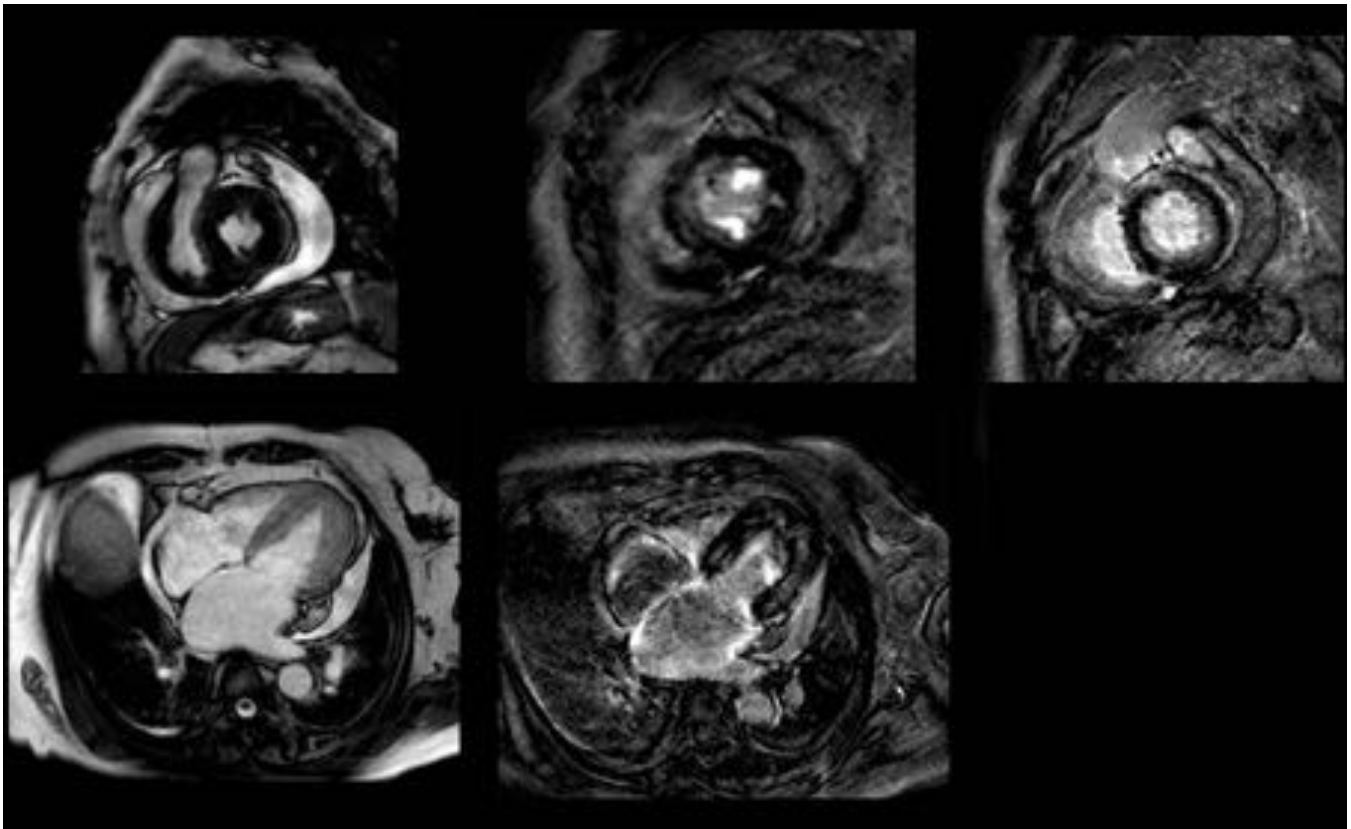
CASO 5 - RM cardíaca que muestra hipertrofia biventricular y un realce tardío subendocárdico parcheado.
